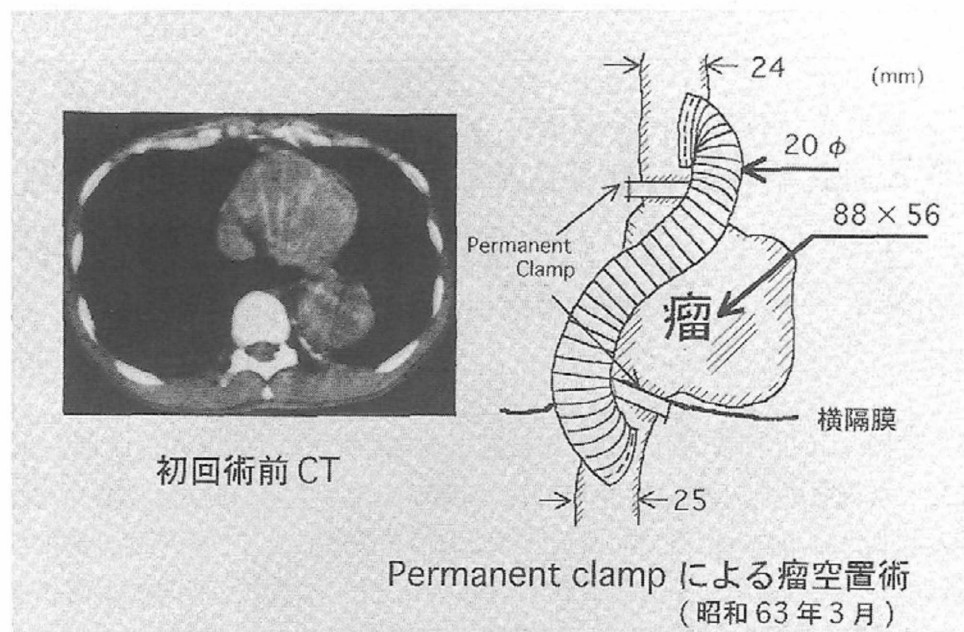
初回手術時の術前 CT ならびに手術シエマ
